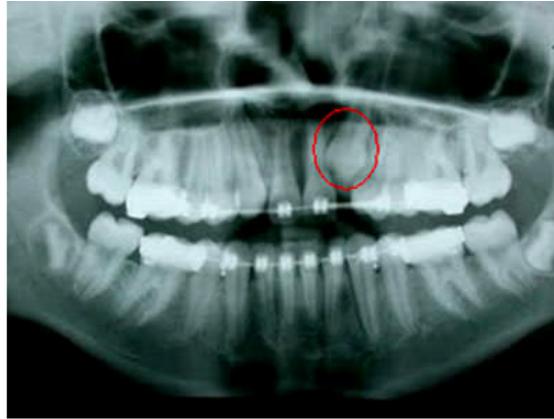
Canino superior retenido en una radiografía panorámica.¹⁹
